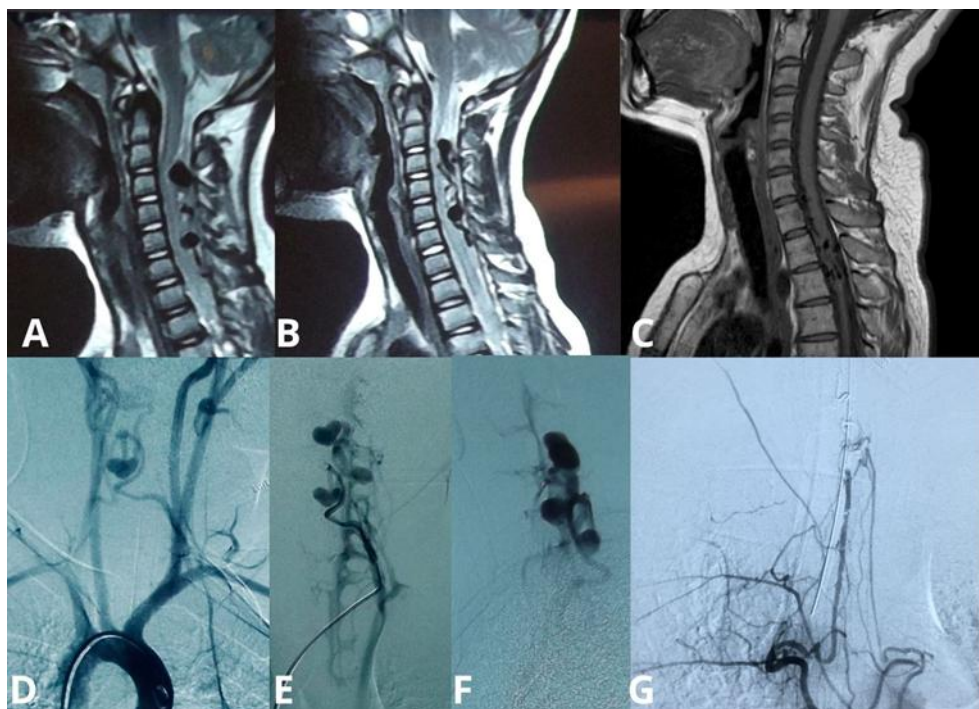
(А, В) Компактная гломусная артериовенозная мальформация с правой стороны на уровне С5–Т3; (С) Венозная фаза с визуализацией дренажного тракта; (D) Послеоперационная цифровая субтракционная ангиография, демонстрирующая расширение передней спинальной артерии; (Е, F) Предоперационная МРТ в Т2-режиме с визуализацией интрамедуллярной мальформации; (G, H) Послеоперационная МРТ, показывающая регресс мальформации и отека
